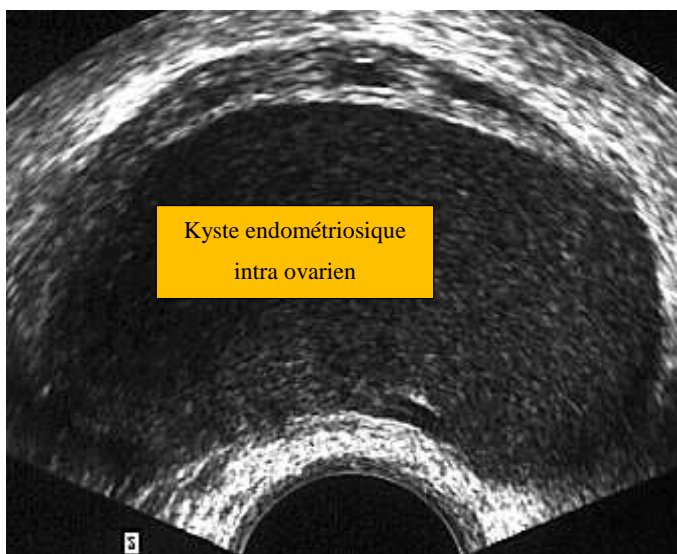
Endométriose ovarienne, aspect échographique d'un endométriome avec un contenu finement échogène caractéristique
